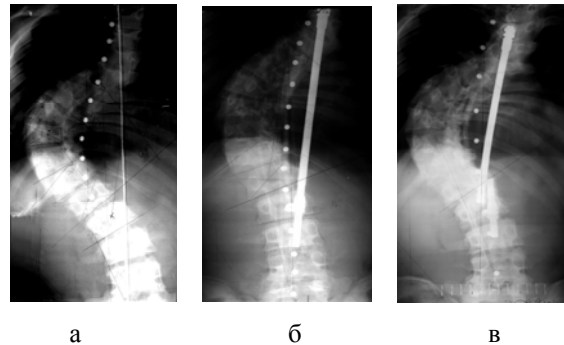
Рентгеновские снимки:
